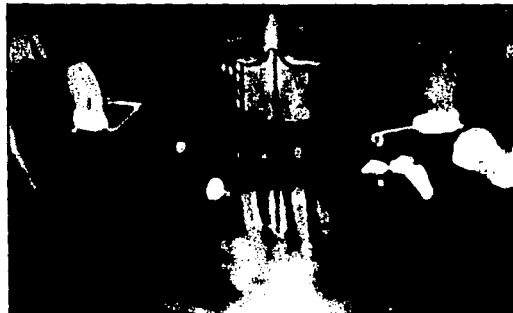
(Con ayuda de las plantillas que se suponen a la ortopantomografía y muestran un aumento de los implantes, se puede obtener una idea de la disponibilidad ósea real)
